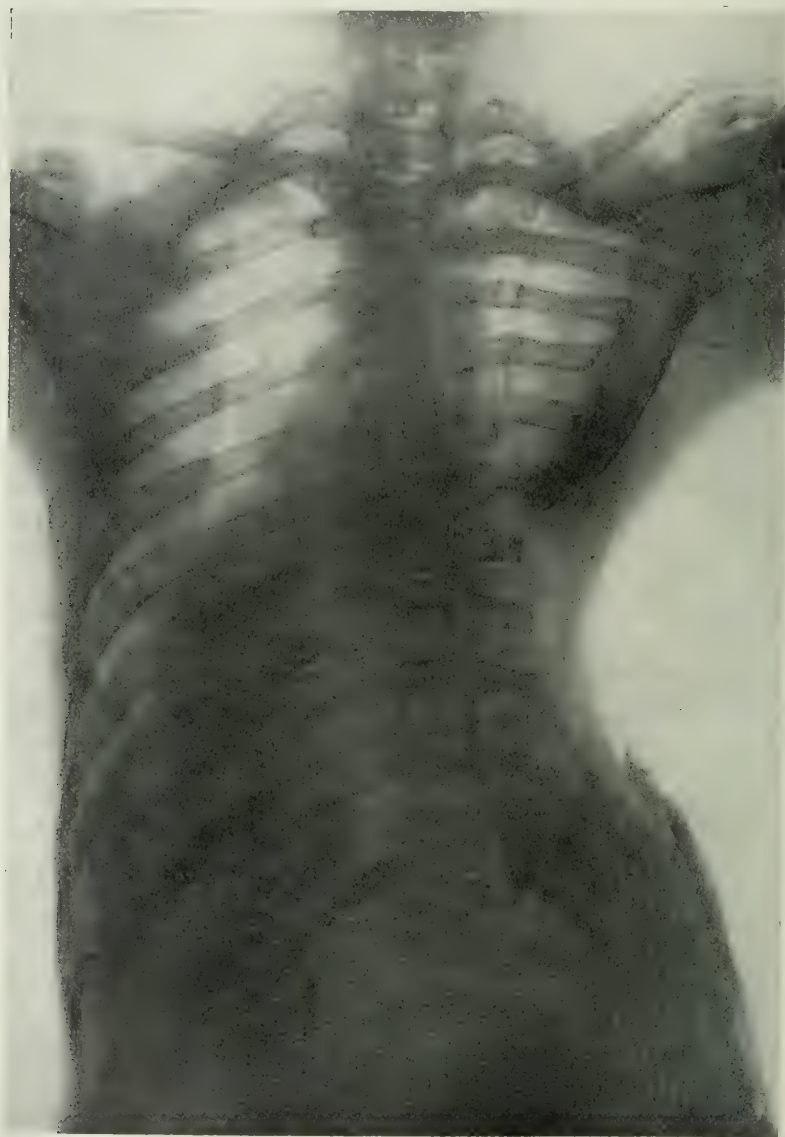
Opération de Schede combinée avec la mobilisation du poumon. (Souligoux). — Radiographie montrant le résultat obtenu après guérison complète. Toutes les côtes, sauf la première, ont été réséquées en totalité ou en partie.
